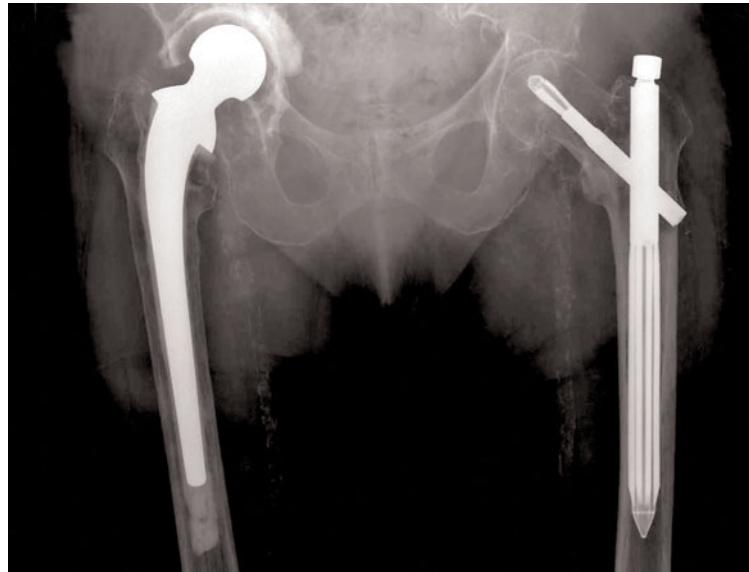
Röntgenbild einer verkeilten Verschlusskappe beim Fixion-PF-Nagel
